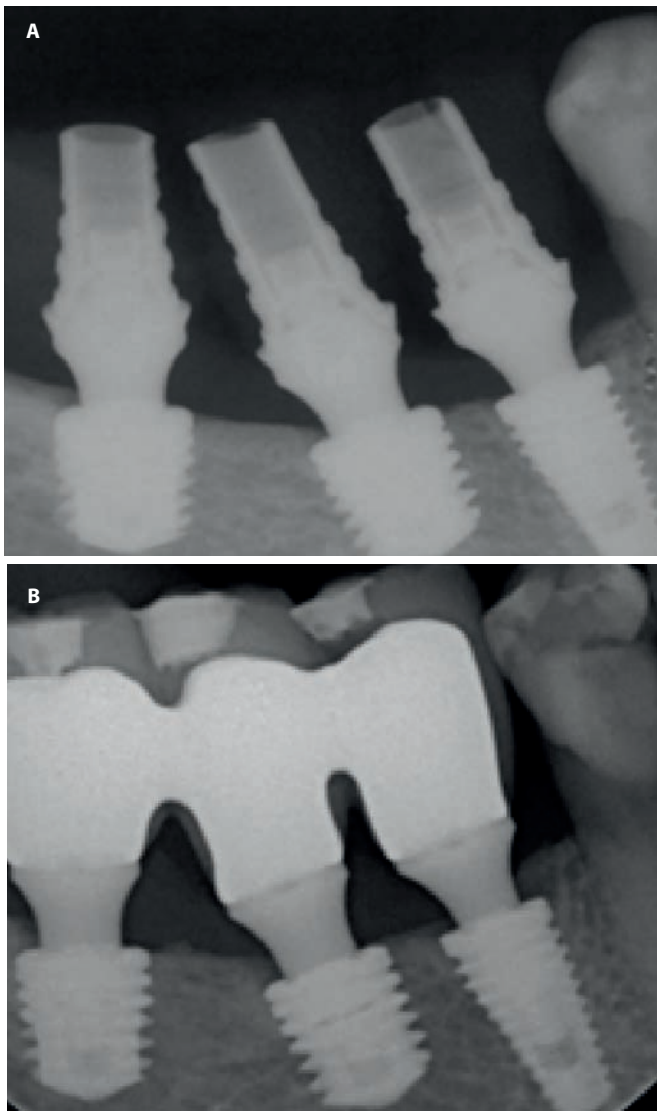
(A) Radiografia periapical inicial e (B) de acompanhamento de 2 anos de reabilitação múltipla de área posterior da mandíbula, com carregamento oclusal imediato em implantes curtos.
